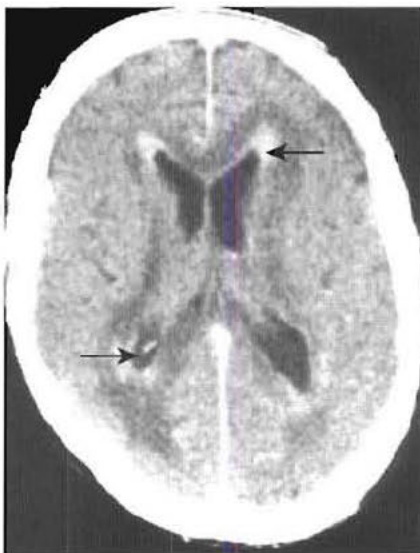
Lymphome cérébral – TDM après injection intraveineuse de produit de contraste. La tumeur prend le contraste (flèches) et elle s'associe à de l'œdème périventriculaire hypodense.
